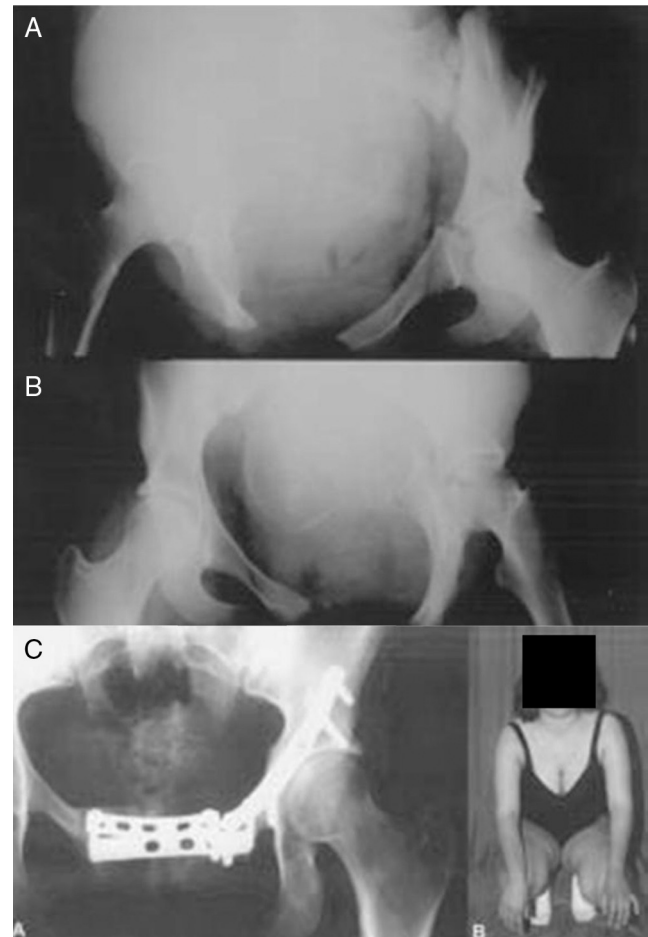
16 anos, vítima de atropelamento, 21 semanas de gravidez. (A) radiografia alar e (B) protrusiva das fraturas sínfisárias e acetabulares e do feto; (C) radiografia pós-operatória mostra fixação da disjunção sínfisária e das fraturas acetabulares com placas e a recuperação completa da paciente após nove anos.
